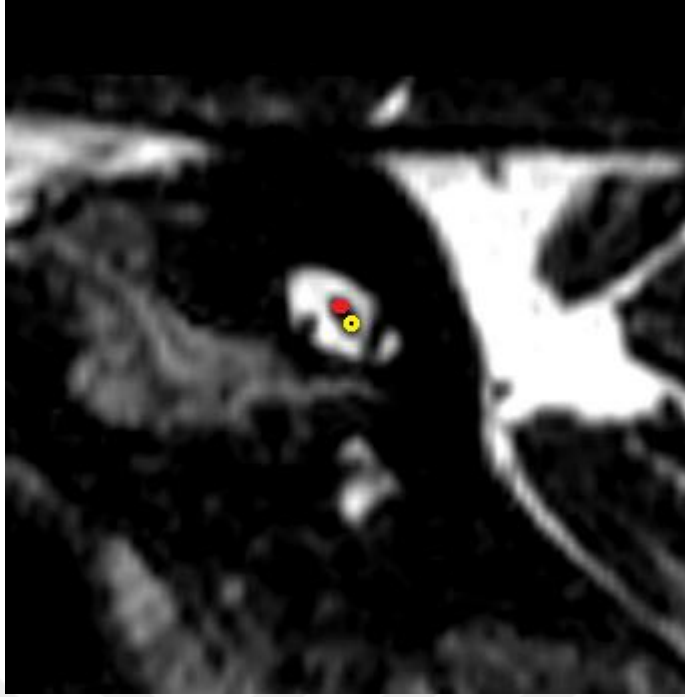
Sol tip 1 AICA loop hastasının MRG görüntüsü
